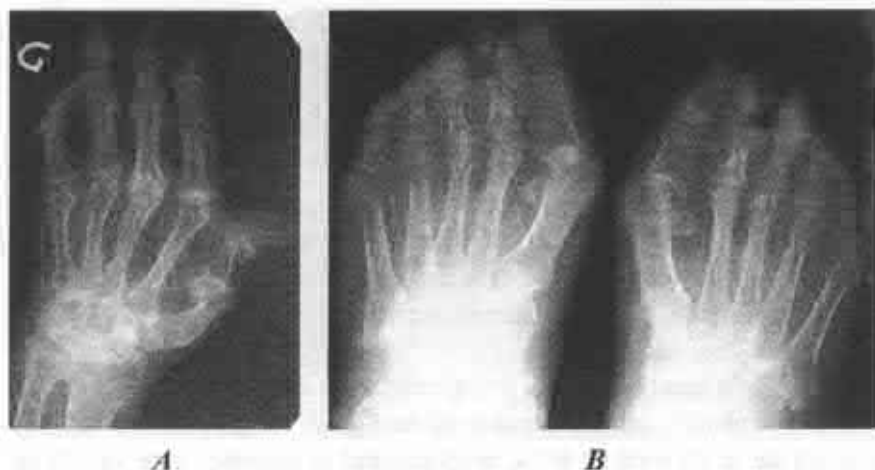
Radiografia mîinilor și plantelor: A – sclerodactilia falangelor distale pe fond de osteoporoză, cu tendință de dezvoltare a contracturilor în articulațiile MCF, modificări reumatoide, inclusiv în AIC; B – osteoporoză, eroziuni, subluxații în articulațiile MTF, JF (modificări reumatoide).
